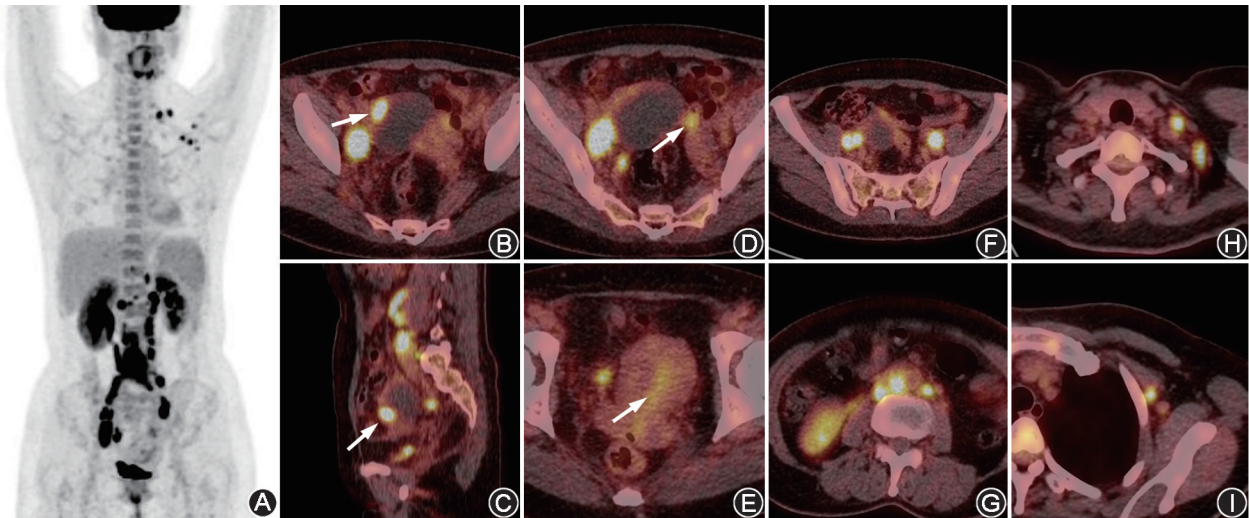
卵巢占位患者(女,50岁)¹⁸F-FDG PET/CT 显像图 A. PET 最大密度投影(MIP)图见腹盆腔、左颈部多发代谢增高灶;B,C.横断面和矢状面 PET/CT 图见右侧附件区囊实性肿物,囊壁实性结节呈高代谢,大小 2.3 cm×2.1 cm, SUV_{max} 16.8(箭头示);D.横断面 PET/CT 图见左侧卵巢边缘代谢增高,SUV_{max} 5.3(箭头示);E.横断面 PET/CT 图见子宫内膜区代谢轻度增高,SUV_{max} 4.5(箭头示);F~I.横断面 PET/CT 图见双髂、腹主动脉旁、左侧颈部、左侧锁骨下及左腋下多发代谢增高淋巴结,SUV_{max} 28.2
